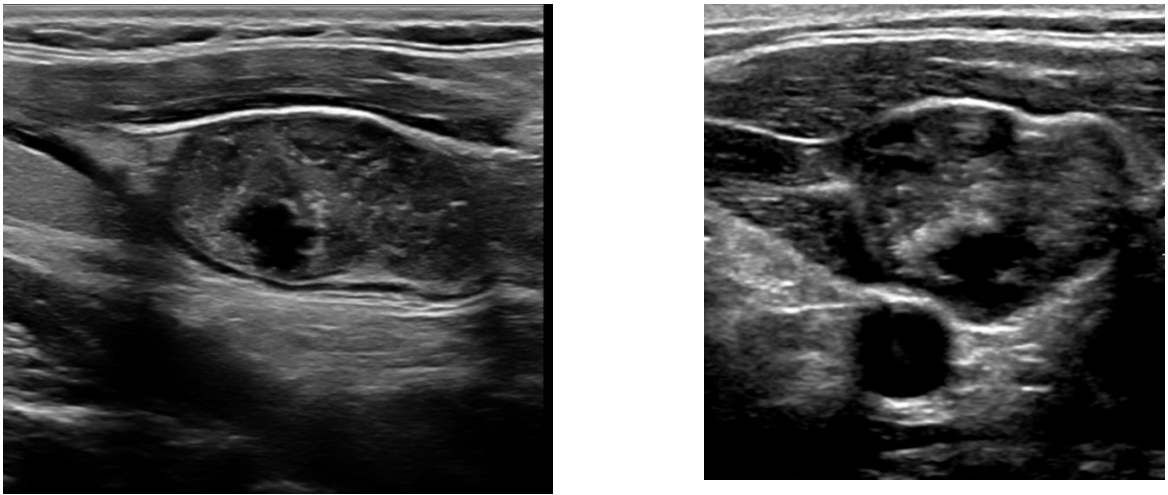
УЗИ щитовидной железы пациентки П. (В-режим). Продольный (а) и поперечный (б) сканы левой доли (размеры  $46 \times 55 \times 93$  мм): множественные кистозные полости и кальцификаты (TI-RADS4)
